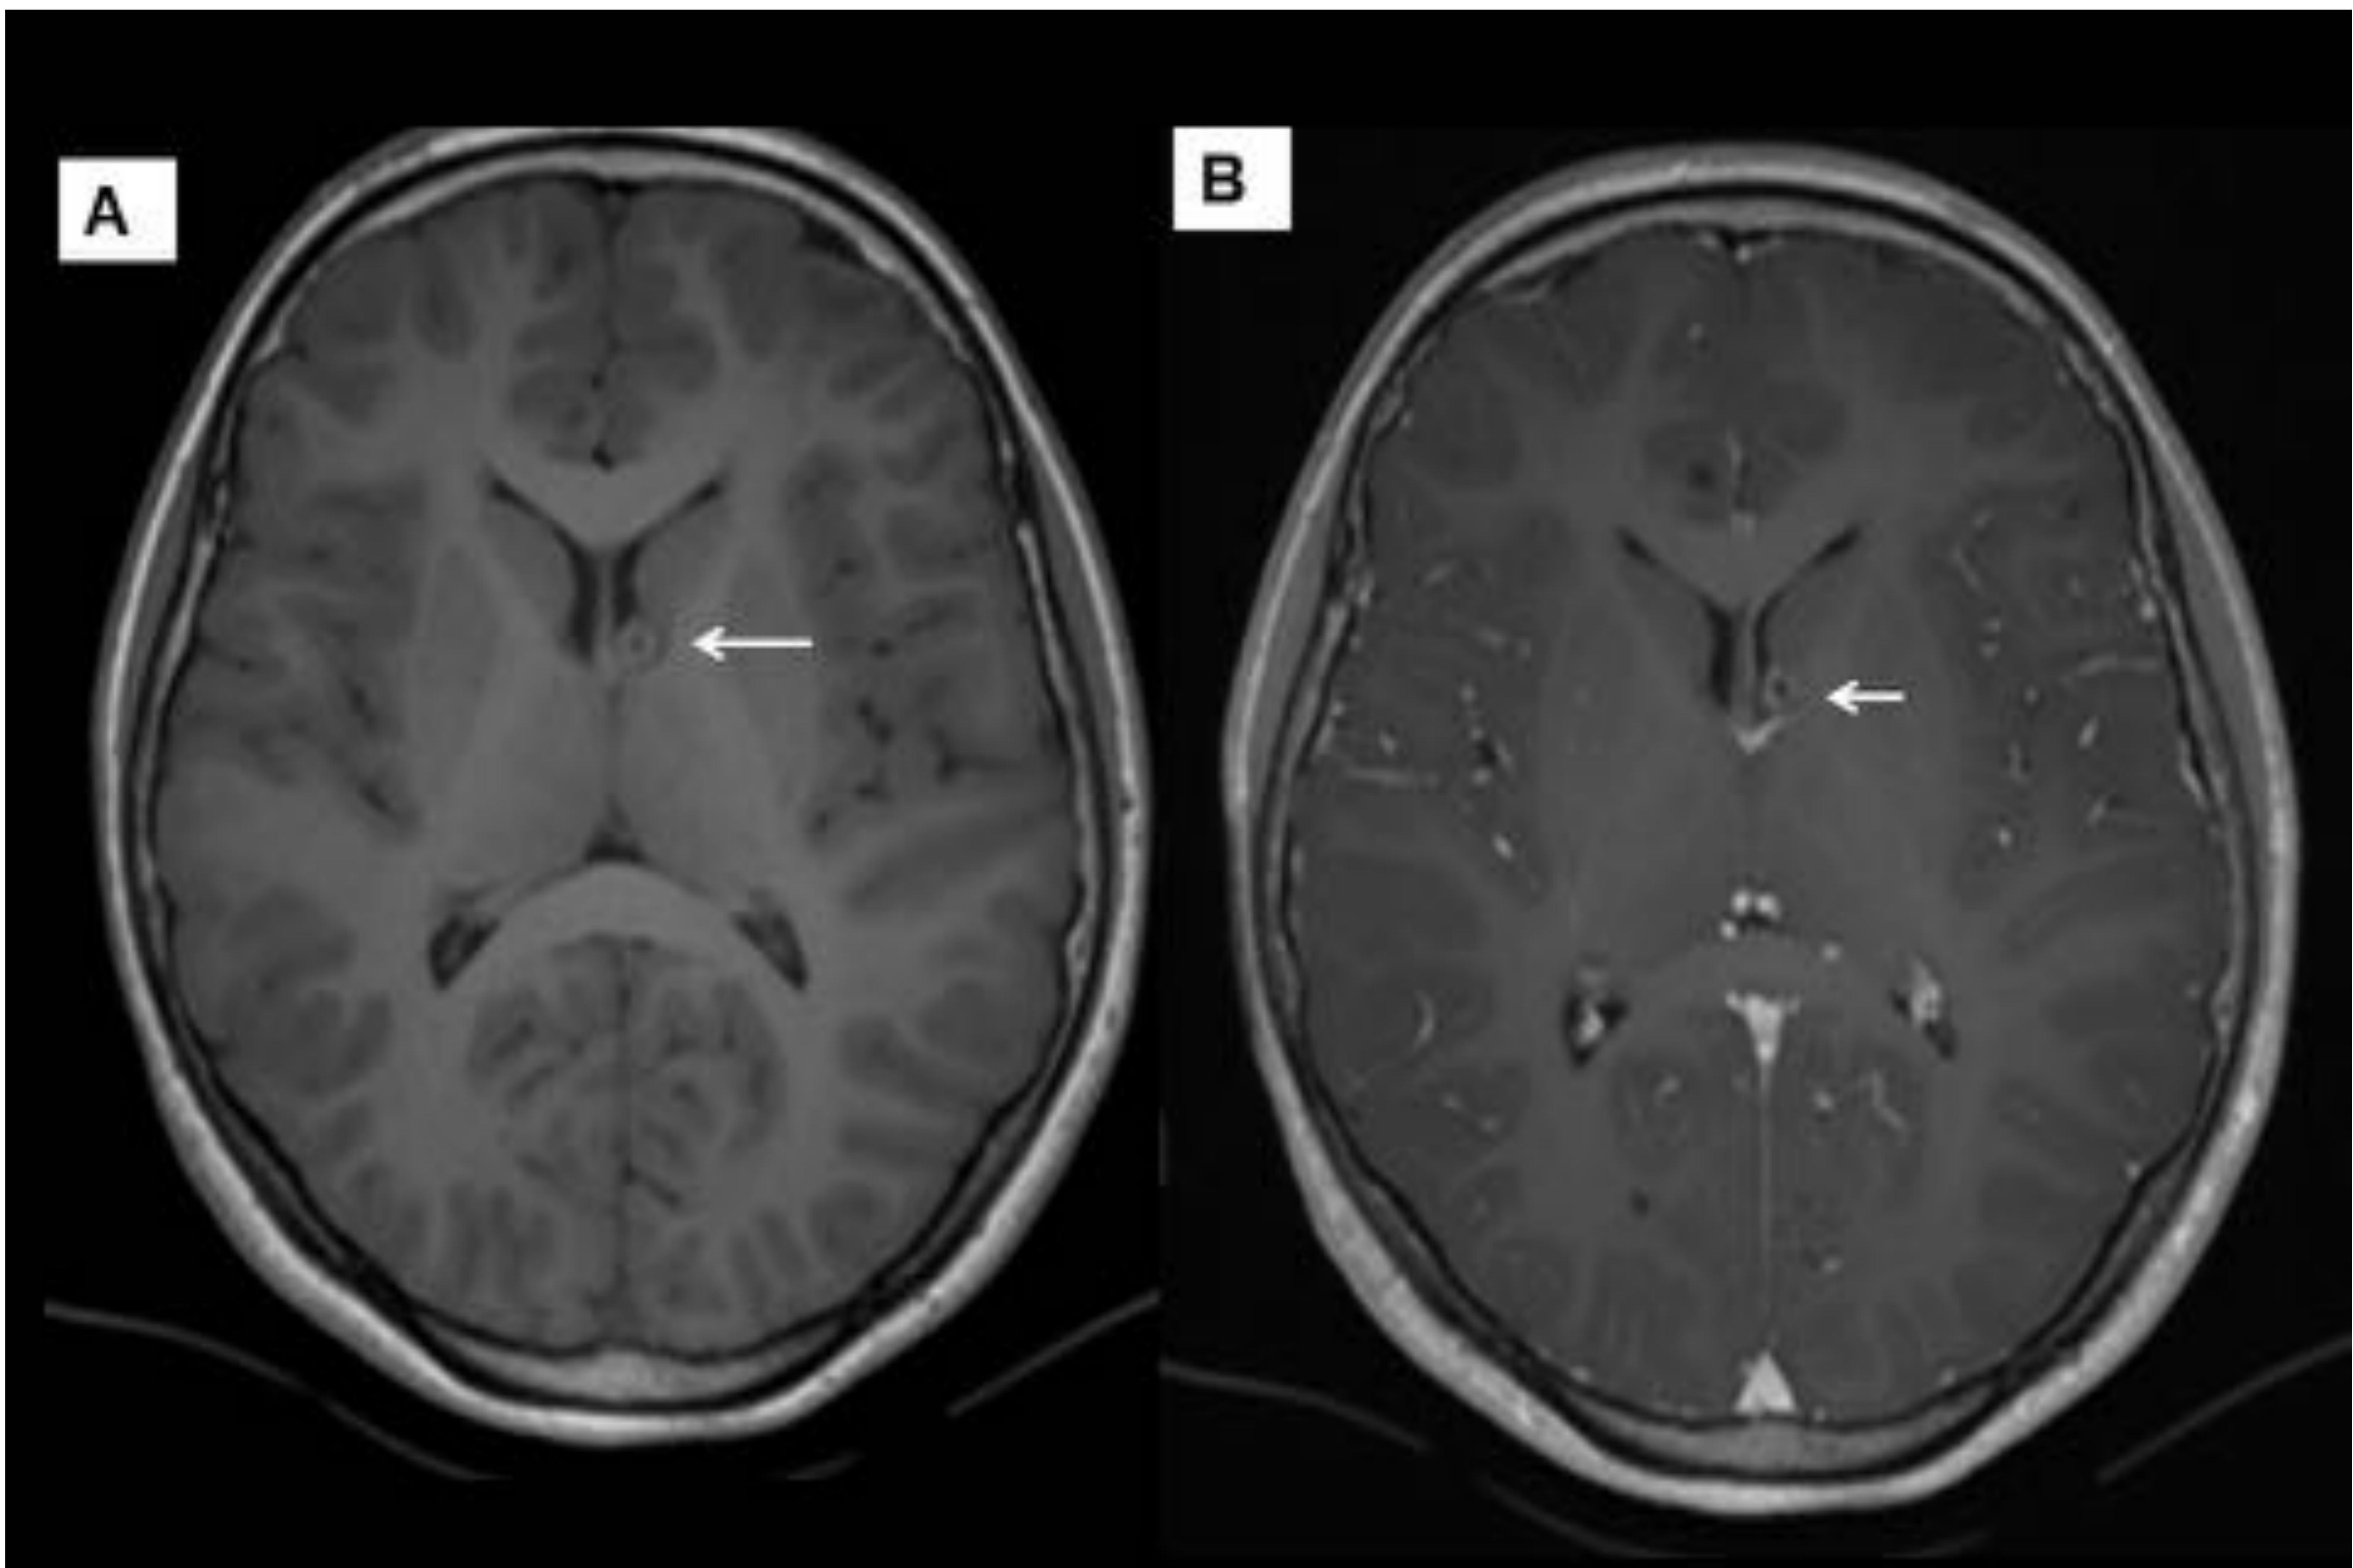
Paciente 3. RM cerebral secuencias axial T1 pre- (A) y T1 post-contraste (B) : que muestra realce en anillo del nódulo subependimario (flecha) localizado en ventrículo lateral izquierdo.
